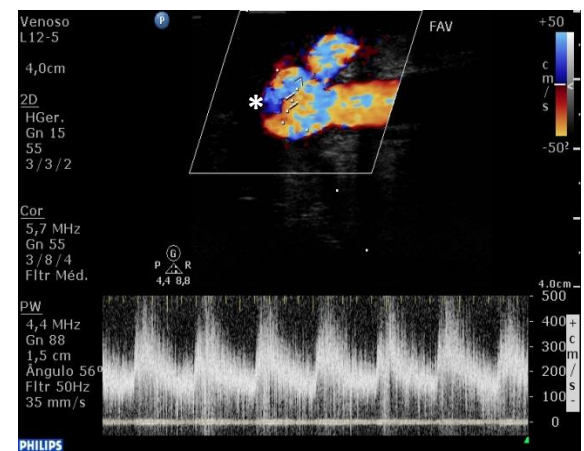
Doppler pulsado de FAV úmero-cefálica demonstrando normal aumento da velocidade (VSM > 500 cm/s) e turbulência de fluxo (curva espectral com interior preenchido e Doppler Cor com aliasing demonstrado pelo aspecto de mosaico\* (Fonte: Laboratório de Eco-Doppler do Serviço de Cirurgia Vascular do HSM-CHLN).
